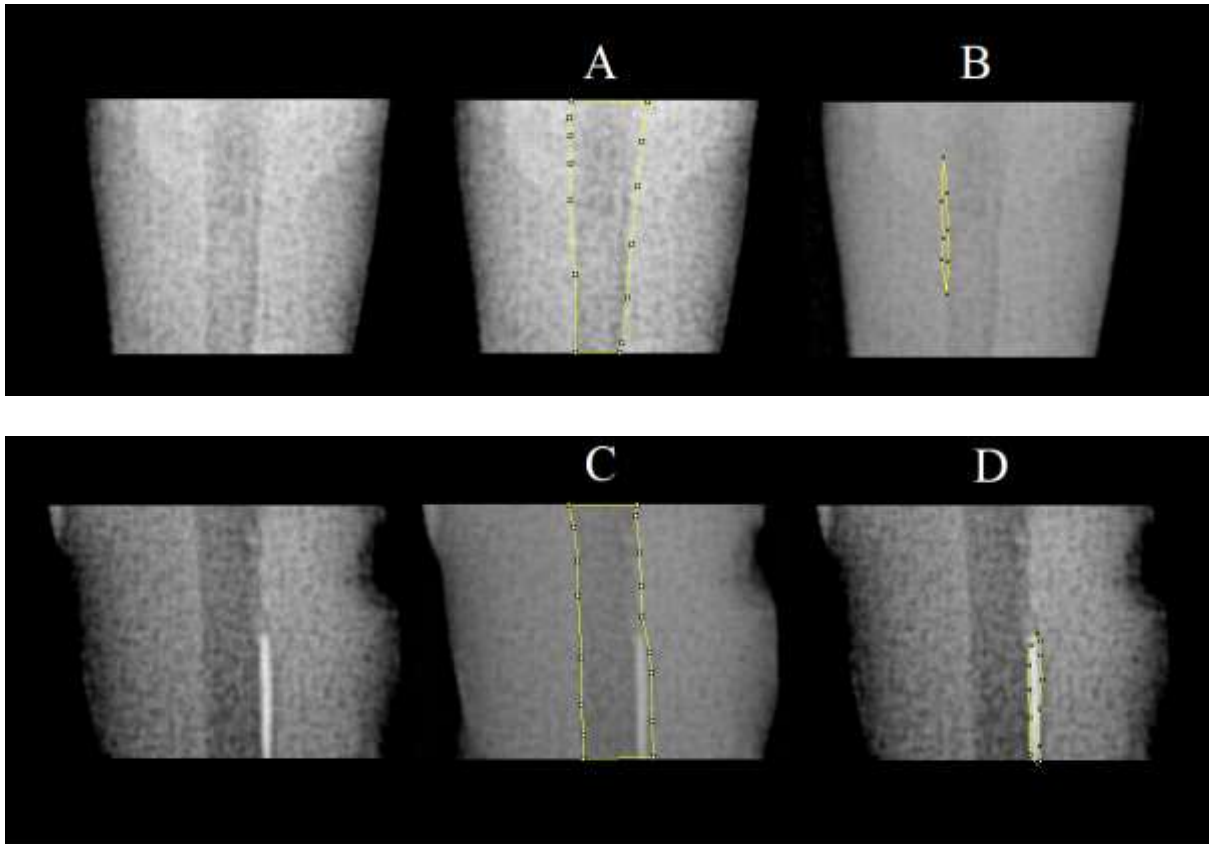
La technique d'analyse radiographique des débris canalaires.
